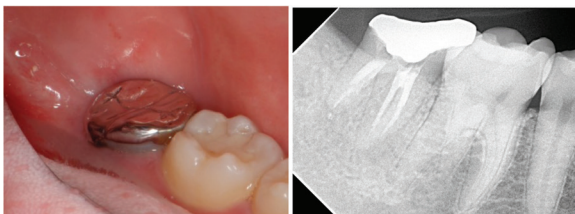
A. Gigi 46 Gambaran Klinis Inisial, 1.B. Gigi 46 Gambaran Radiograf Inisial.
